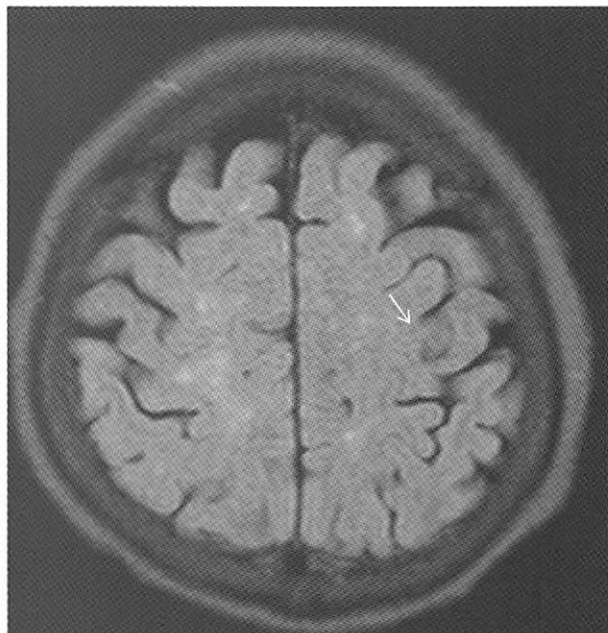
MRI (DWI) では左 central sulci にやや high intensity と low intensity による鏡面形成が見られる round lesion を認める (矢印).
